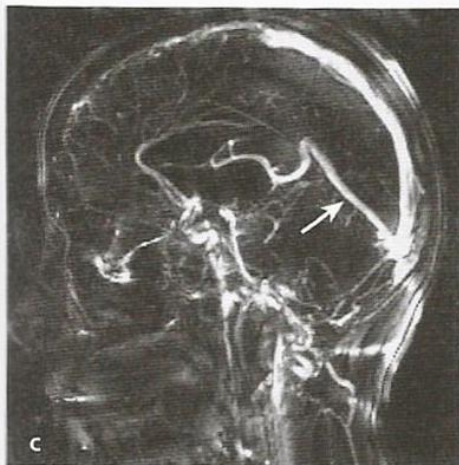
Trombose de seio venoso. a. A imagem em sequência FLAIR em T2 mostra uma lesão com sinal de hiperintensidade no lobo frontal esquerdo: isso era um infarto causado por obstrução venosa. b. A fleborressonância magnética (FRM) mostra fluxo rápido na parte posterior do seio sagital superior (brilhante) e nas veias tributárias calibrosas que os interligavam. Entretanto, a parte rostral do seio não tinha sinais, indicando ausência de fluxo. Também havia fluxo reduzido nas veias tributárias que entravam nessa parte do seio. c. As mesmas anormalidades apareceram na projeção lateral: havia fluxo na parte posterior do seio sagital superior e também no seio reto (seta) e nas veias cerebrais internas, mas não na parte rostral do seio sagital superior.
